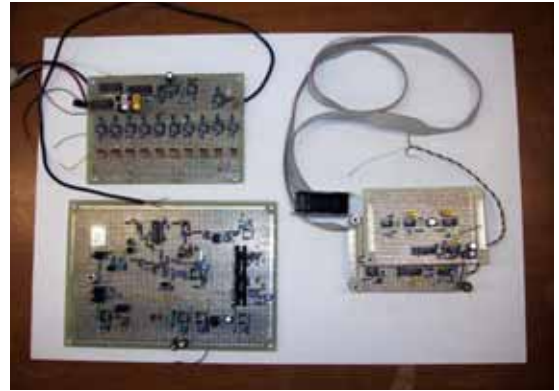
リニアアレイ型超音波プローブと血管位置検出用超音波送受信回路
